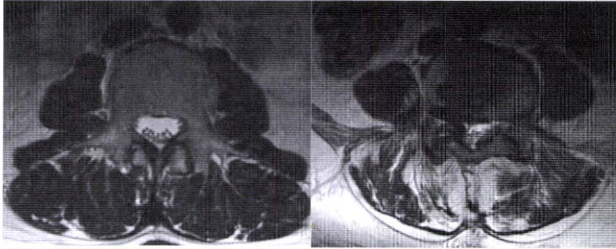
MRI T2 強調画像 (左: 対照, 右: パーキンソン病)
